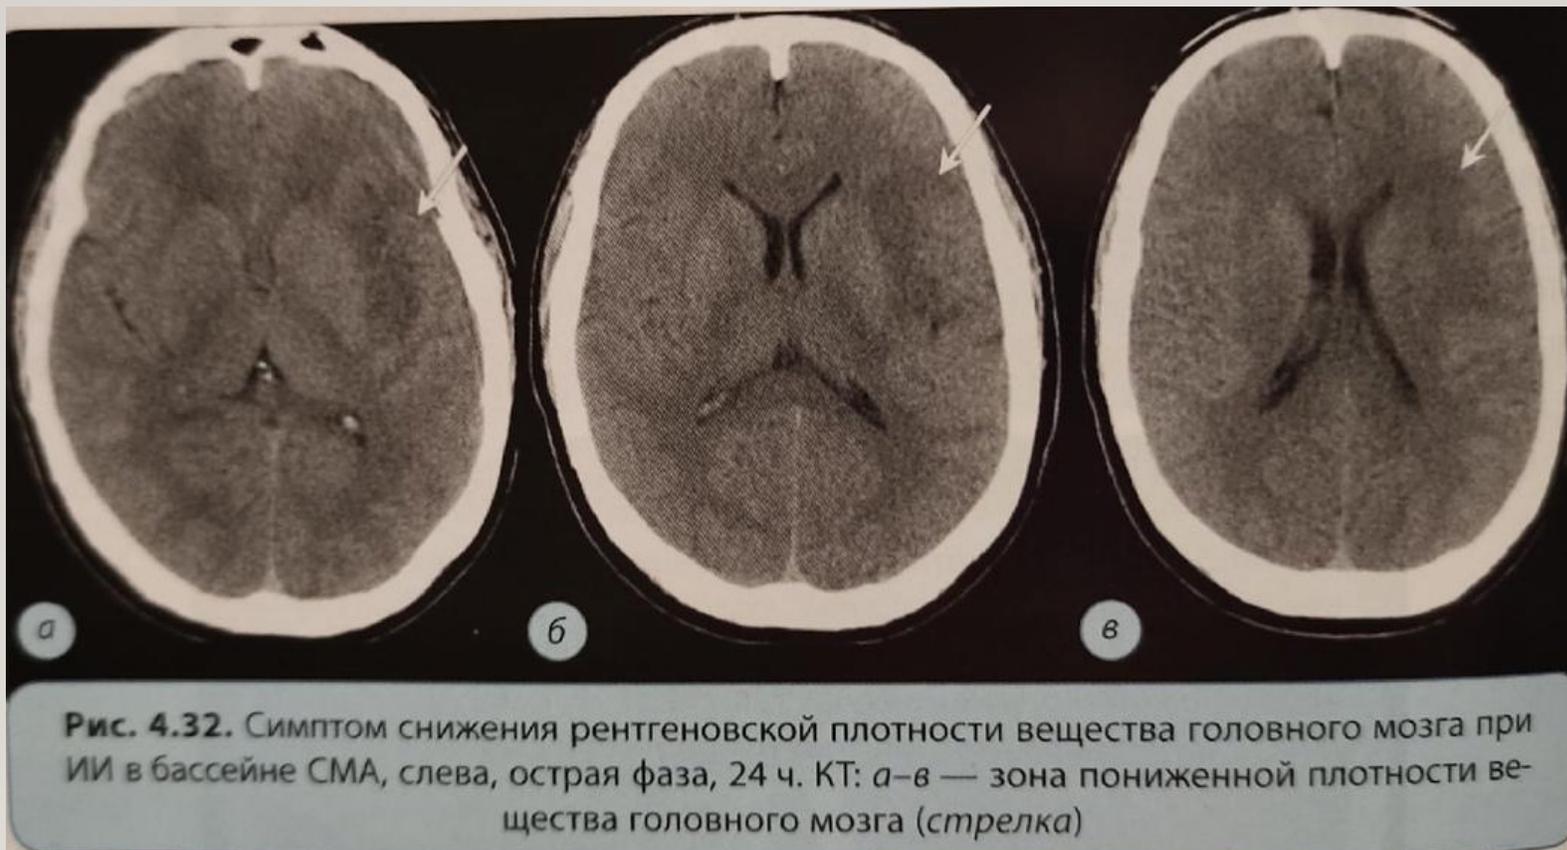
Симптом снижения рентгеновской плотности вещества головного мозга при ИИ в бассейне СМА, слева, острая фаза, 24 ч. КТ: а-в — зона пониженной плотности вещества головного мозга (стрелка)
